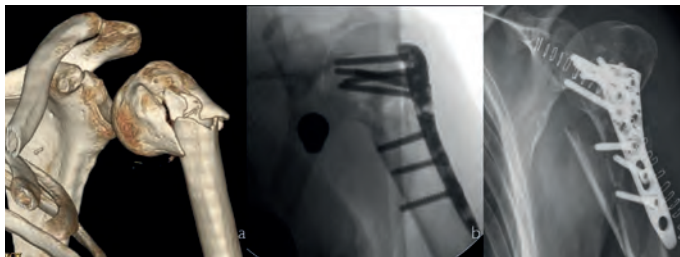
TAC de fractura en home de 51 anys amb enolisme sever (fig.2a). Control fluoroscòpic durant la cirurgia de ROFI amb placa d'angle fix (fig.2b). Evolució a les dos setmanes després de diverses caigudes (fig.2c).
